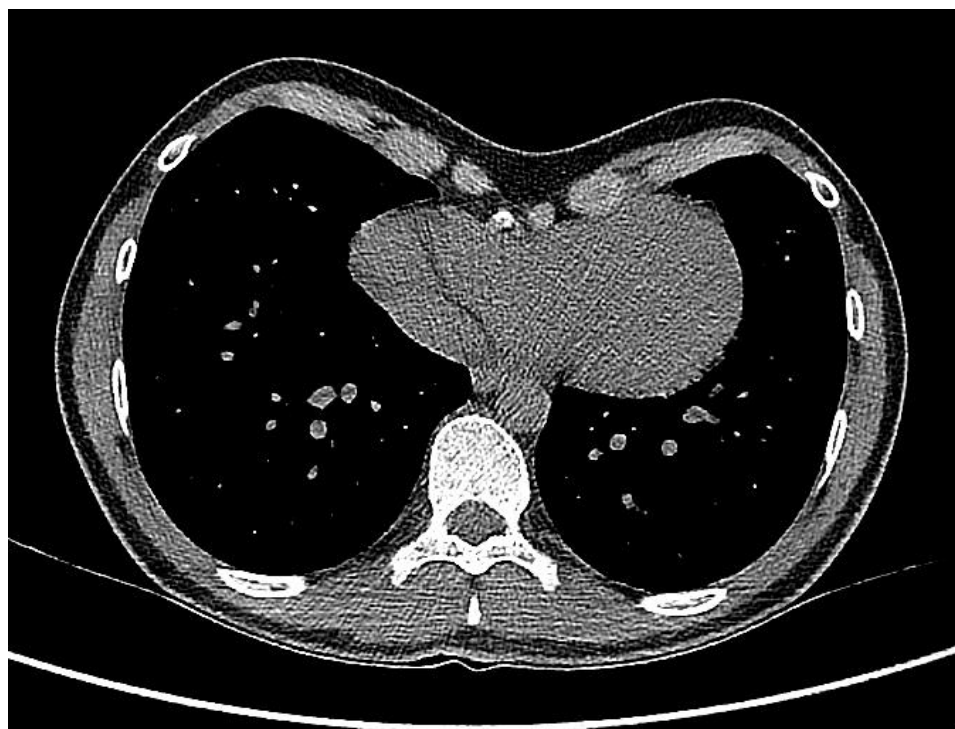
МСКТ ОГК пациента до операции. Легкая ассиметричная ВДГК 2 степени. ИХ-4,6
